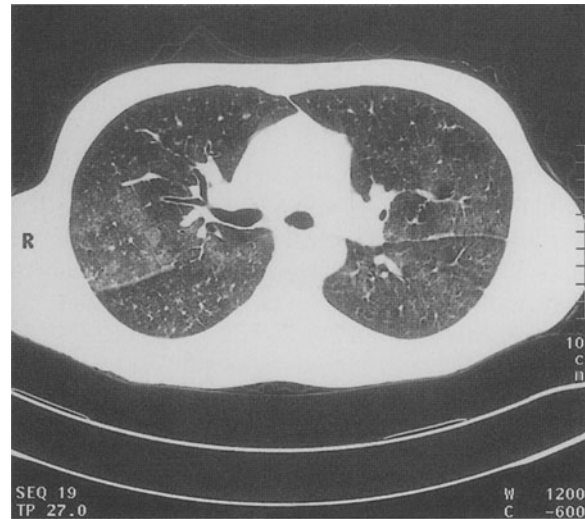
Hochauflösendes Thorax-CT eines 15-jährigen Jungen mit Morbus Wegener und Hämoptoe. In beiden Unterfeldern zeigt sich ein Milchglasphänomen. (Mit freundlicher Genehmigung durch Prof. Dr. O. Köster, Bochum)
